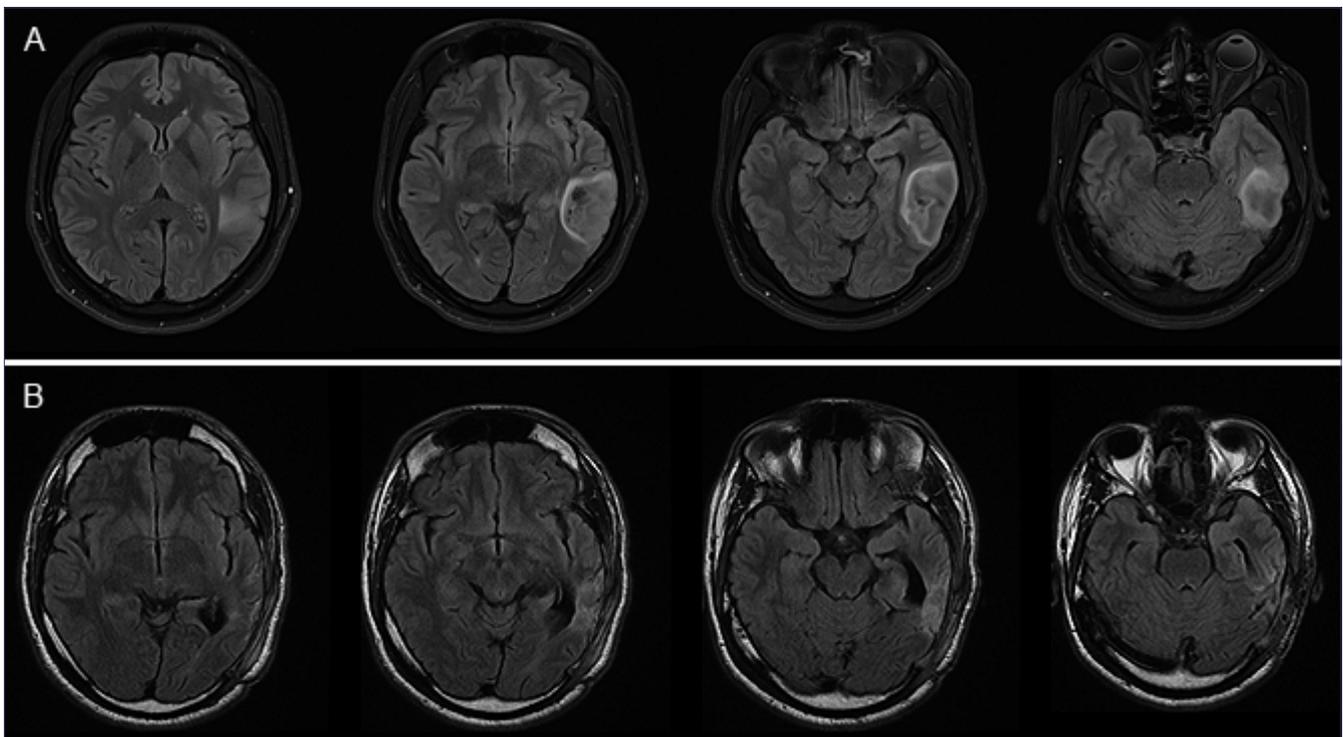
A: Caso representativo. RM de cerebro preoperatoria secuencia axial- FLAIR. B: RM postoperatorio de 6 meses.
